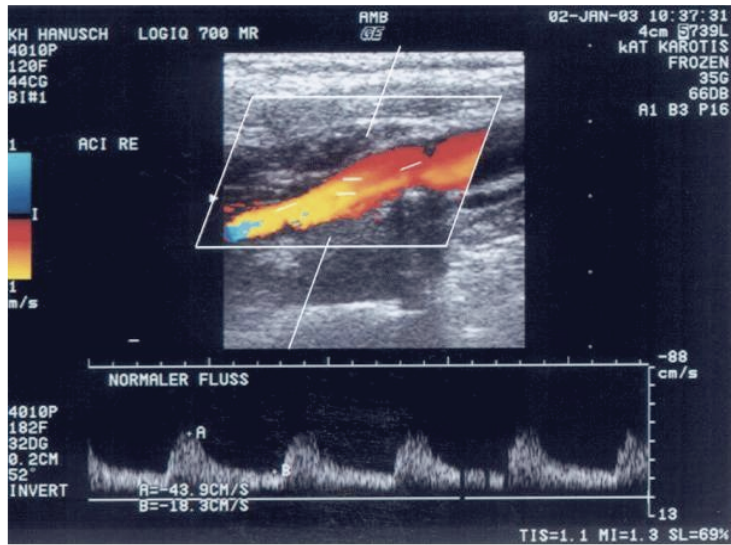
Duplex-Sonographie der ACI mit Normalbefund (oben), hochgradiger Stenose (Mitte) und Verschluss (unten)⁷⁹
